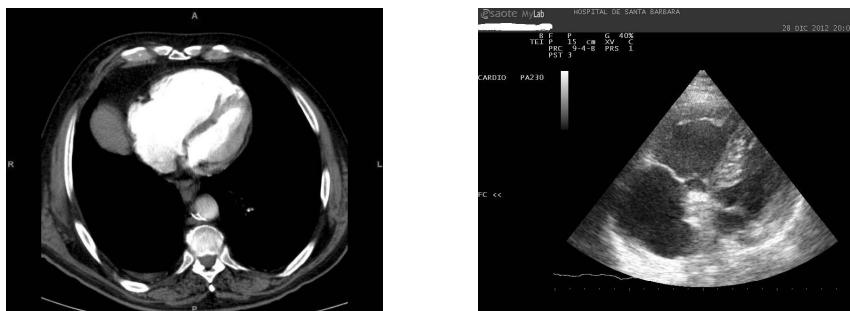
Dilatación de cámaras cardíacas derechas por hipertensión pulmonar secundaria a TEP, ésta imagen puede observarse en imagen de TC (izquierda) y con ecoescopia en el protocolo RUSH (derecha).
